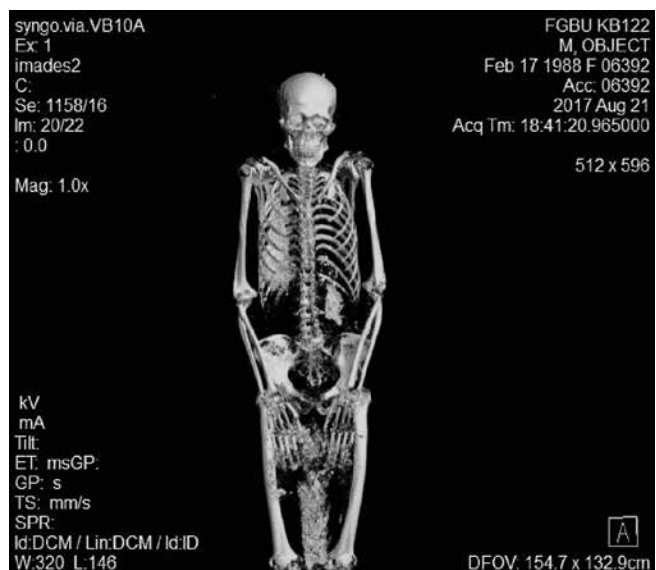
КТ скелета в 3D-реконструкции. Скелет мумии древнего человека. Признаки дисплазии соединительной ткани
